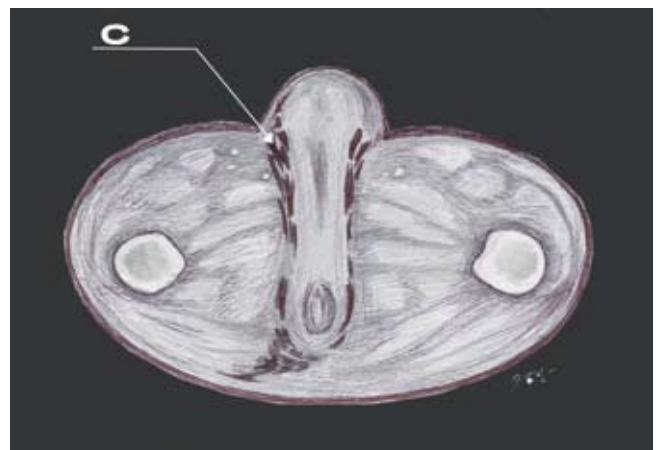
На схеме компьютерной томограммы – скопление жидкости в глубоких слоях фасций
